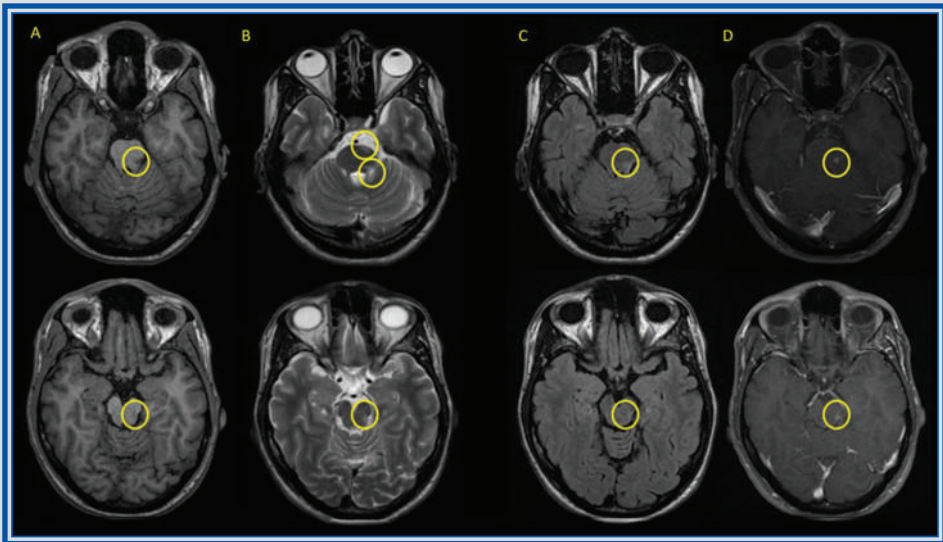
Capítulo 11. Presencia de lesiones desmielinizantes en la región lateral izquierda mesencefálica, en el puente y en la base del pedúnculo cerebeloso superior izquierdo, de comportamiento hipointenso en secuencias T1 (A) e hiperintenso en T2 (B) y FLAIR (C), con realce nodular poscontraste (D).
